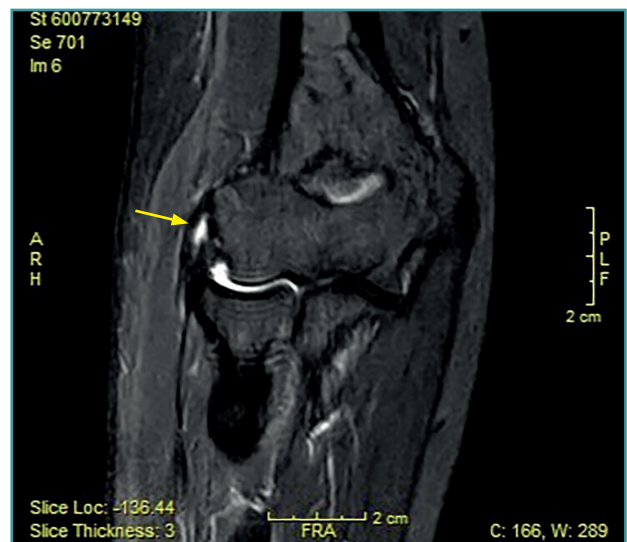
Cambios vistos en resonancia magnética en paciente con dolor en la cara lateral del codo. Aumento de la señal del tendón dentro (flecha) o alrededor de la inserción, engrosamiento del tendón y una discreta colección de líquido entre el ligamento colateral lateral.
